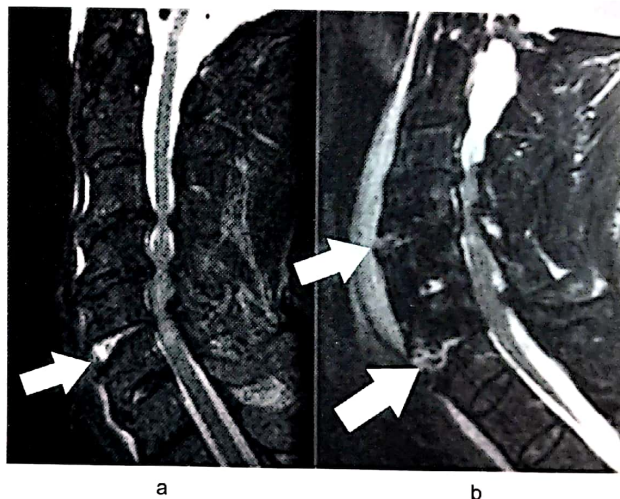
Leziune discală C5 (a) și C4-C6 (b), prin hiperextensie; se observă edemul părților moi prevertebrale – imagini IRM de profil T2.
